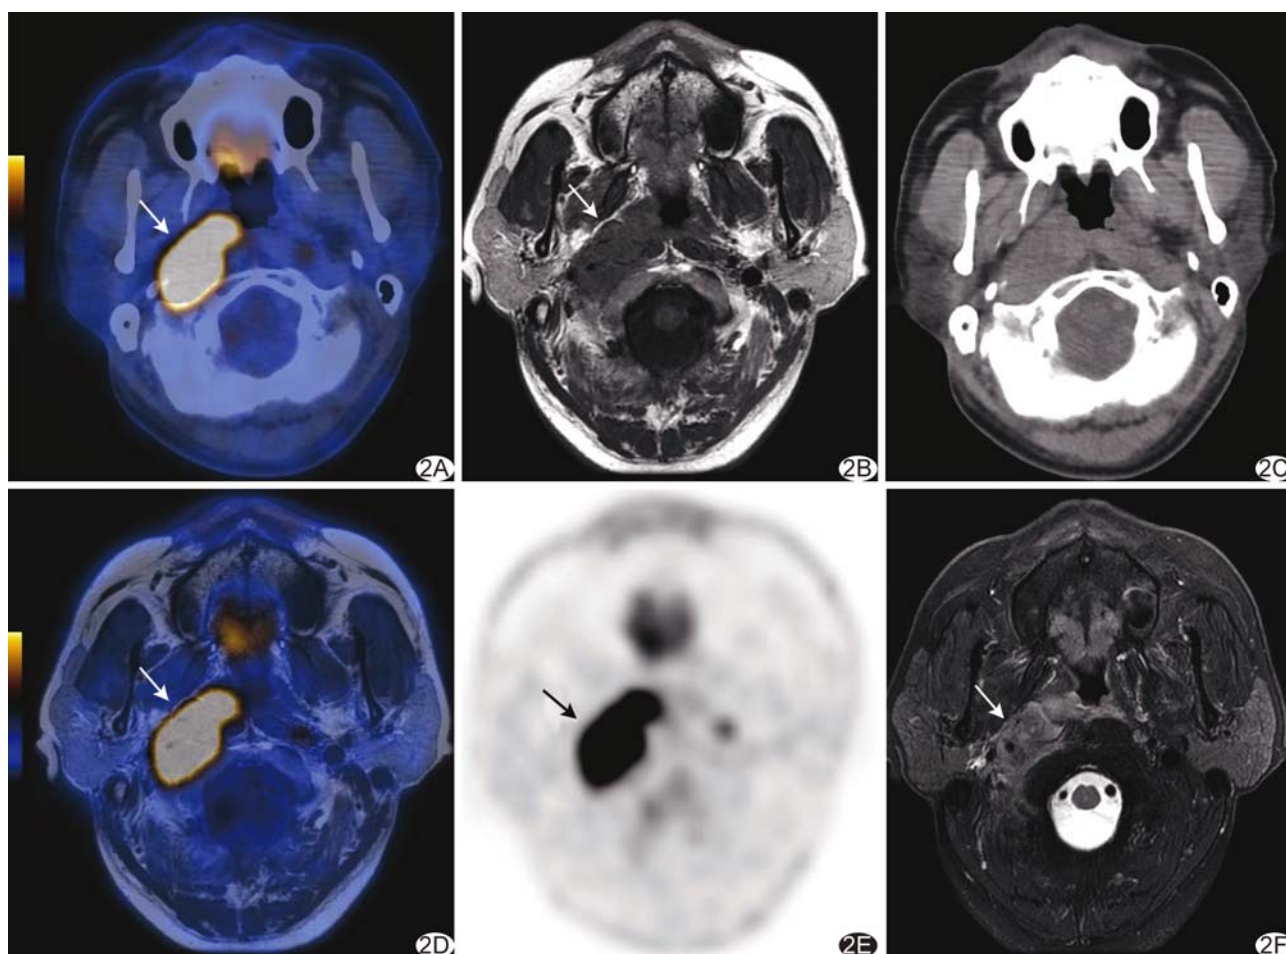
患者男,39岁,鼻咽癌 A. PET/CT示原发灶位于鼻咽右侧(箭); B. MR T1WI可清晰显示原发灶边界(箭)并可见病灶包绕颈内血管; C. CT无法明确原发灶边界; D. PET/MR示原发灶位于鼻咽右侧(箭); E. PET示原发灶($SUV_{max} = 25.87$)代谢增高(箭); F. MR T2WI可清晰显示原发灶边界(箭)并可见病灶包绕颈内血管
